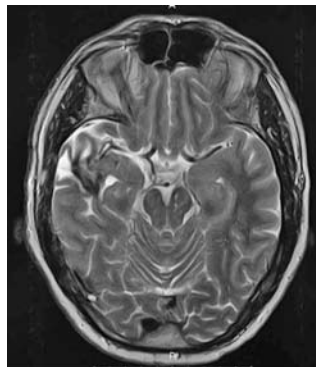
МРТ головного мозга. АВМ правой височной доли.
